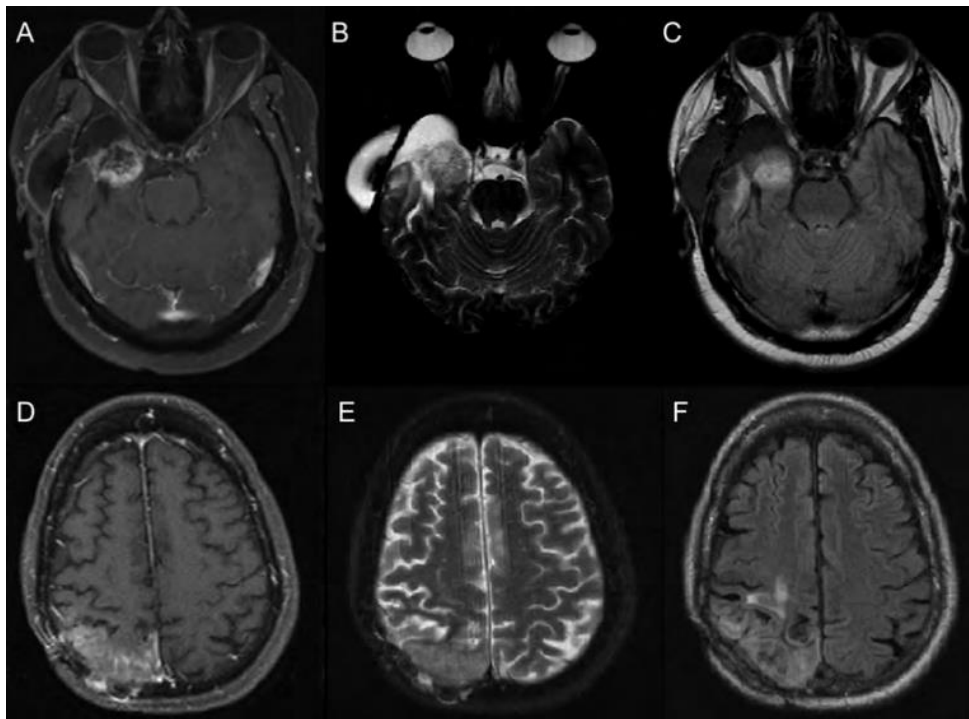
Secuencias de T1 con gadolinio (A, D), T2 (B, E) y FLAIR (C, F) de un caso de tumor cerebral en las secuencias superiores (A-C), y otro de radionecrosis en las secuencias inferiores (D-F) (4).
